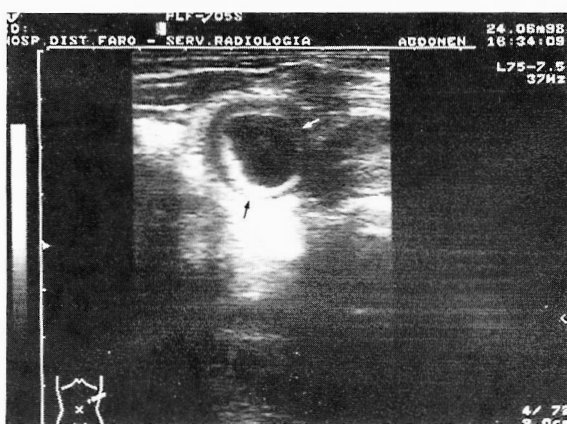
Ecografia abdominal: lesão quística pura, arredondada, no hipocôndrio/flanco esquerdo, de paredes espessadas, exibindo dupla camada.
